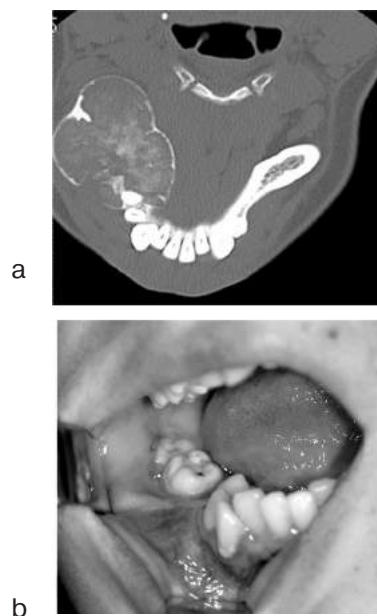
а) Компьютерная томограмма больной Ф.
